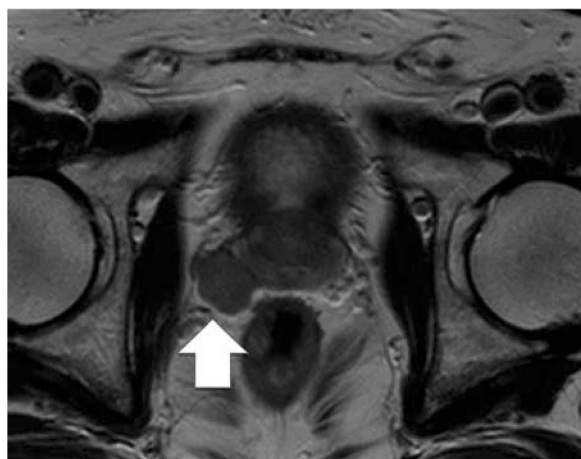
MRI T2 showed tumor massively protruded from the capsule on right side in peripheral zone of prostate.
